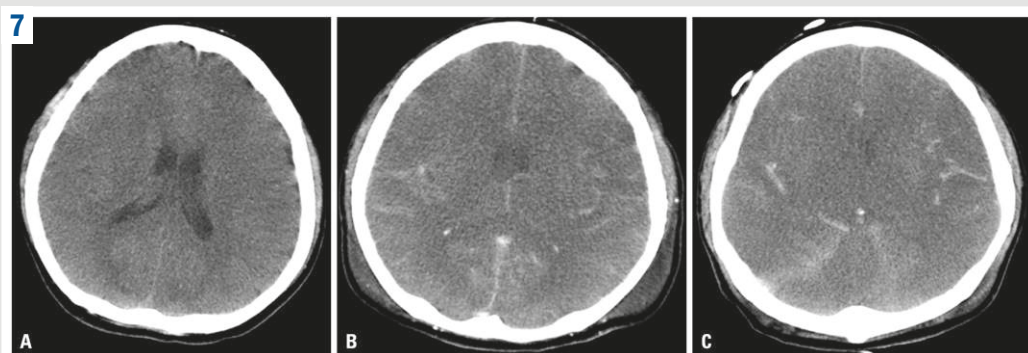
Комп'ютерна томографія головного мозку пацієнта з первинним амебним менингоенцефалітом.
